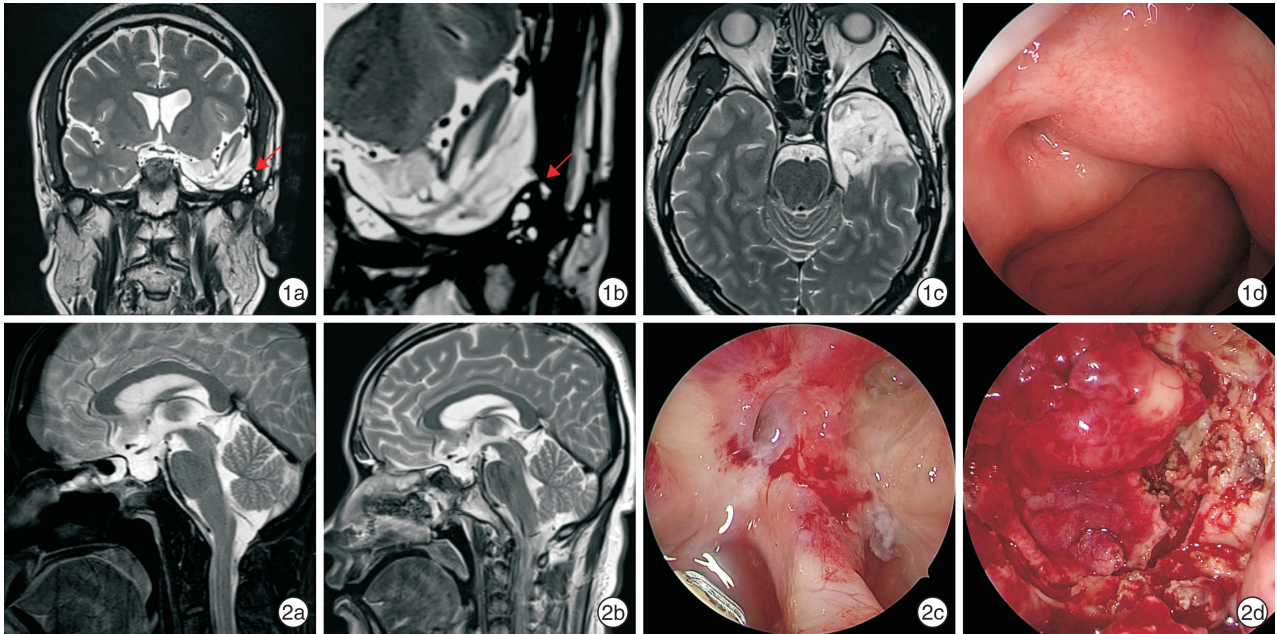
颅脑术后脑脊液耳漏 1a~b: MRI 提示可能的脑脊液漏部位; 1c: 颅脑术后颞叶脑水肿; 1d: 术中探查见清亮脑脊液自咽鼓管咽口流出; 图 2 垂体瘤术后脑脊液鼻漏 修补前(2a)、修补后(2b)影像学对比; 2c: 术中见清亮脑脊液流出; 2d: 采用对侧筛动脉瓣行颅底修补。
